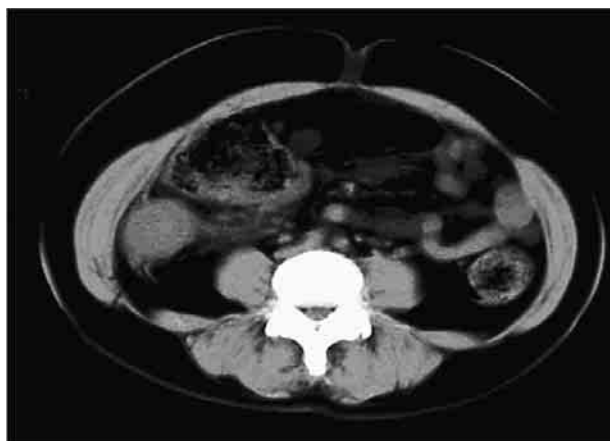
腹部CT：回盲部に腫瘤を認め、急性虫垂炎が疑われた。
